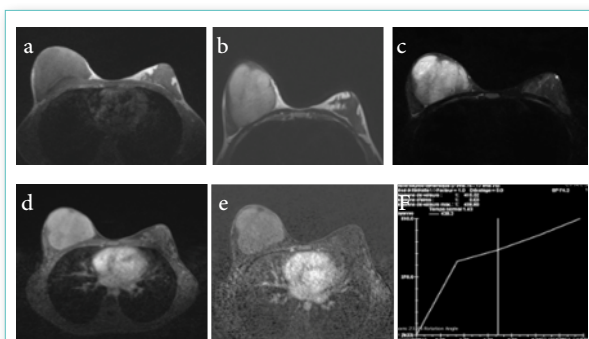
IRM mammaire coupes axiales centrées. a : pondération T1; b : pondération T2; c et d : pondération T1 avec saturation du signal de la graisse, avant et après injection de gadolinium; e : séquence de sous-traction; f : courbe de rehaussement de type I. Masse enchâssée dans la glande en hyposignal T2, isosignal T1, avec un rehaussement globalement hétérogène.
